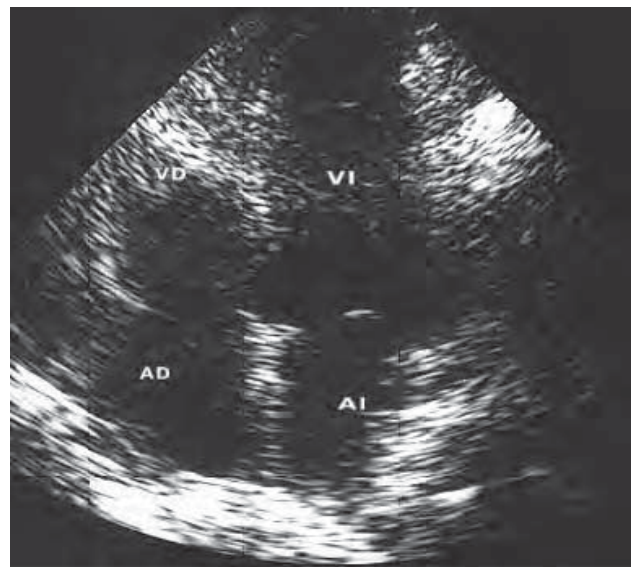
/7.b. Ecocardiograma de cuatro cámaras, mismo paciente anterior luego de tratamiento. Las cavidades derechas presentan tamaño normal.
